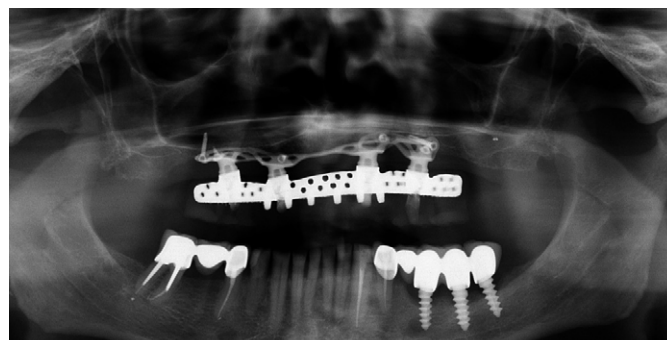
Ортопантомограмма через 18 месяцев после имплантации
